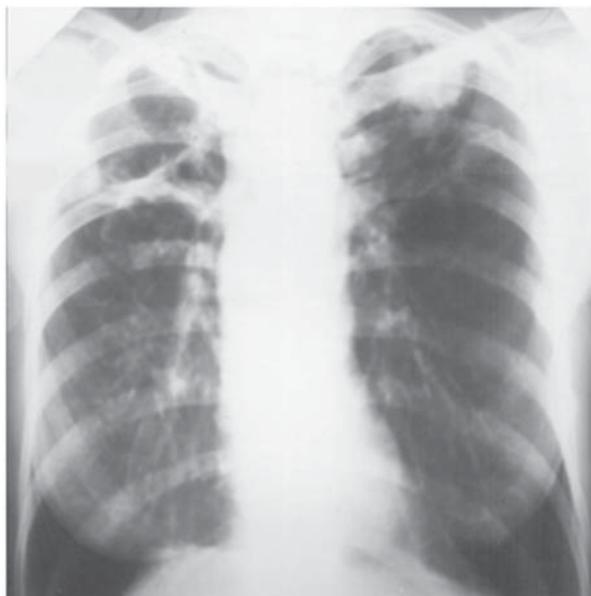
Обзорная рентгенограмма больного П. перед операцией
